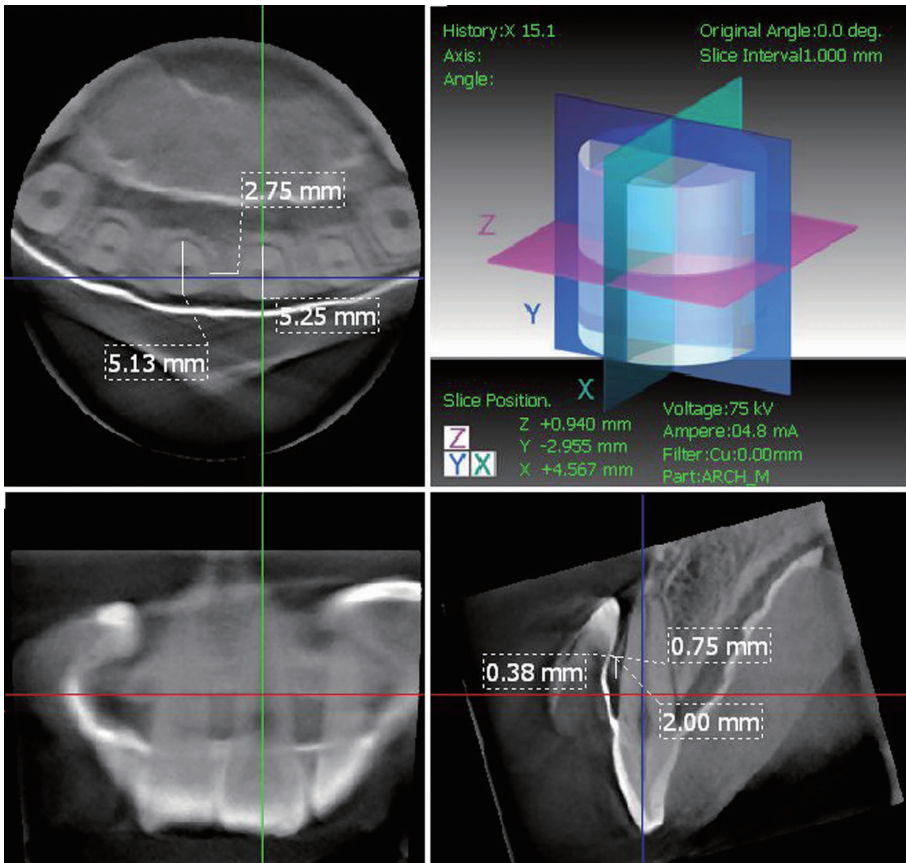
CBCT影像测量上前牙区骨嵴顶下2 mm处的牙龈厚度及骨厚度的模式图
